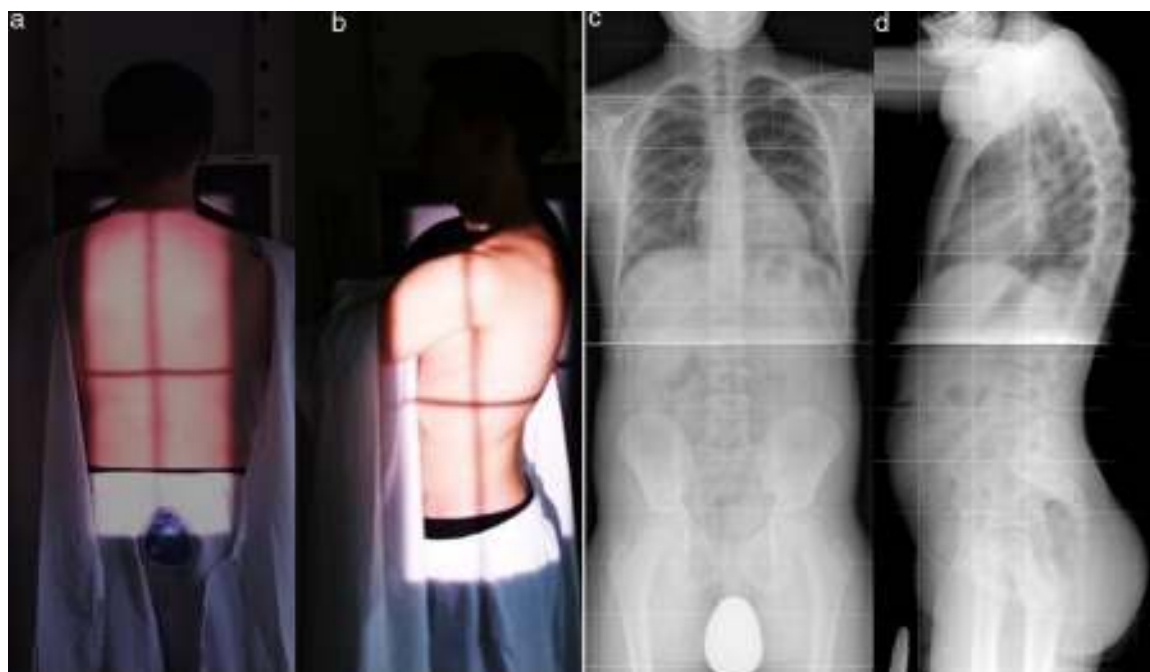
a y b) Paciente realizando las radiografías posteroanterior (PA) y lateral, en bipedestación, con los brazos caídos paralelos al tronco en la PA, y elevados 60°-90° en la lateral. c y d) Radiografía PA y lateral. El estudio colimado debe incluir toda la columna hasta la pelvis, incluyendo crestas ilíacas y cabezas femorales. En niños y adolescentes siempre se coloca un protector de plomo en las mamas y genitales. En nuestro caso el paciente lleva un protector genital.
